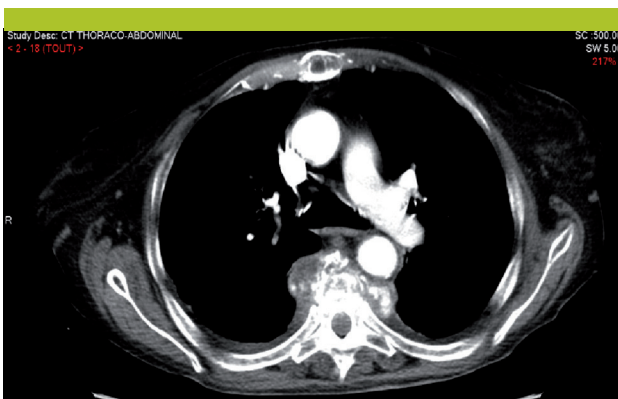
CT thoraco-abdominal
